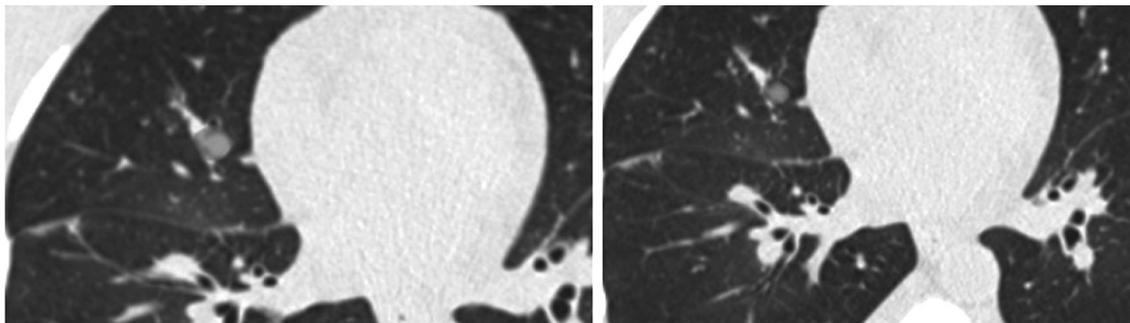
КТ, поперечный срез. Программа ИИ нашла и обозначила голубым цветом узел в средней доле правого легкого, прилежащий к сосуду.
